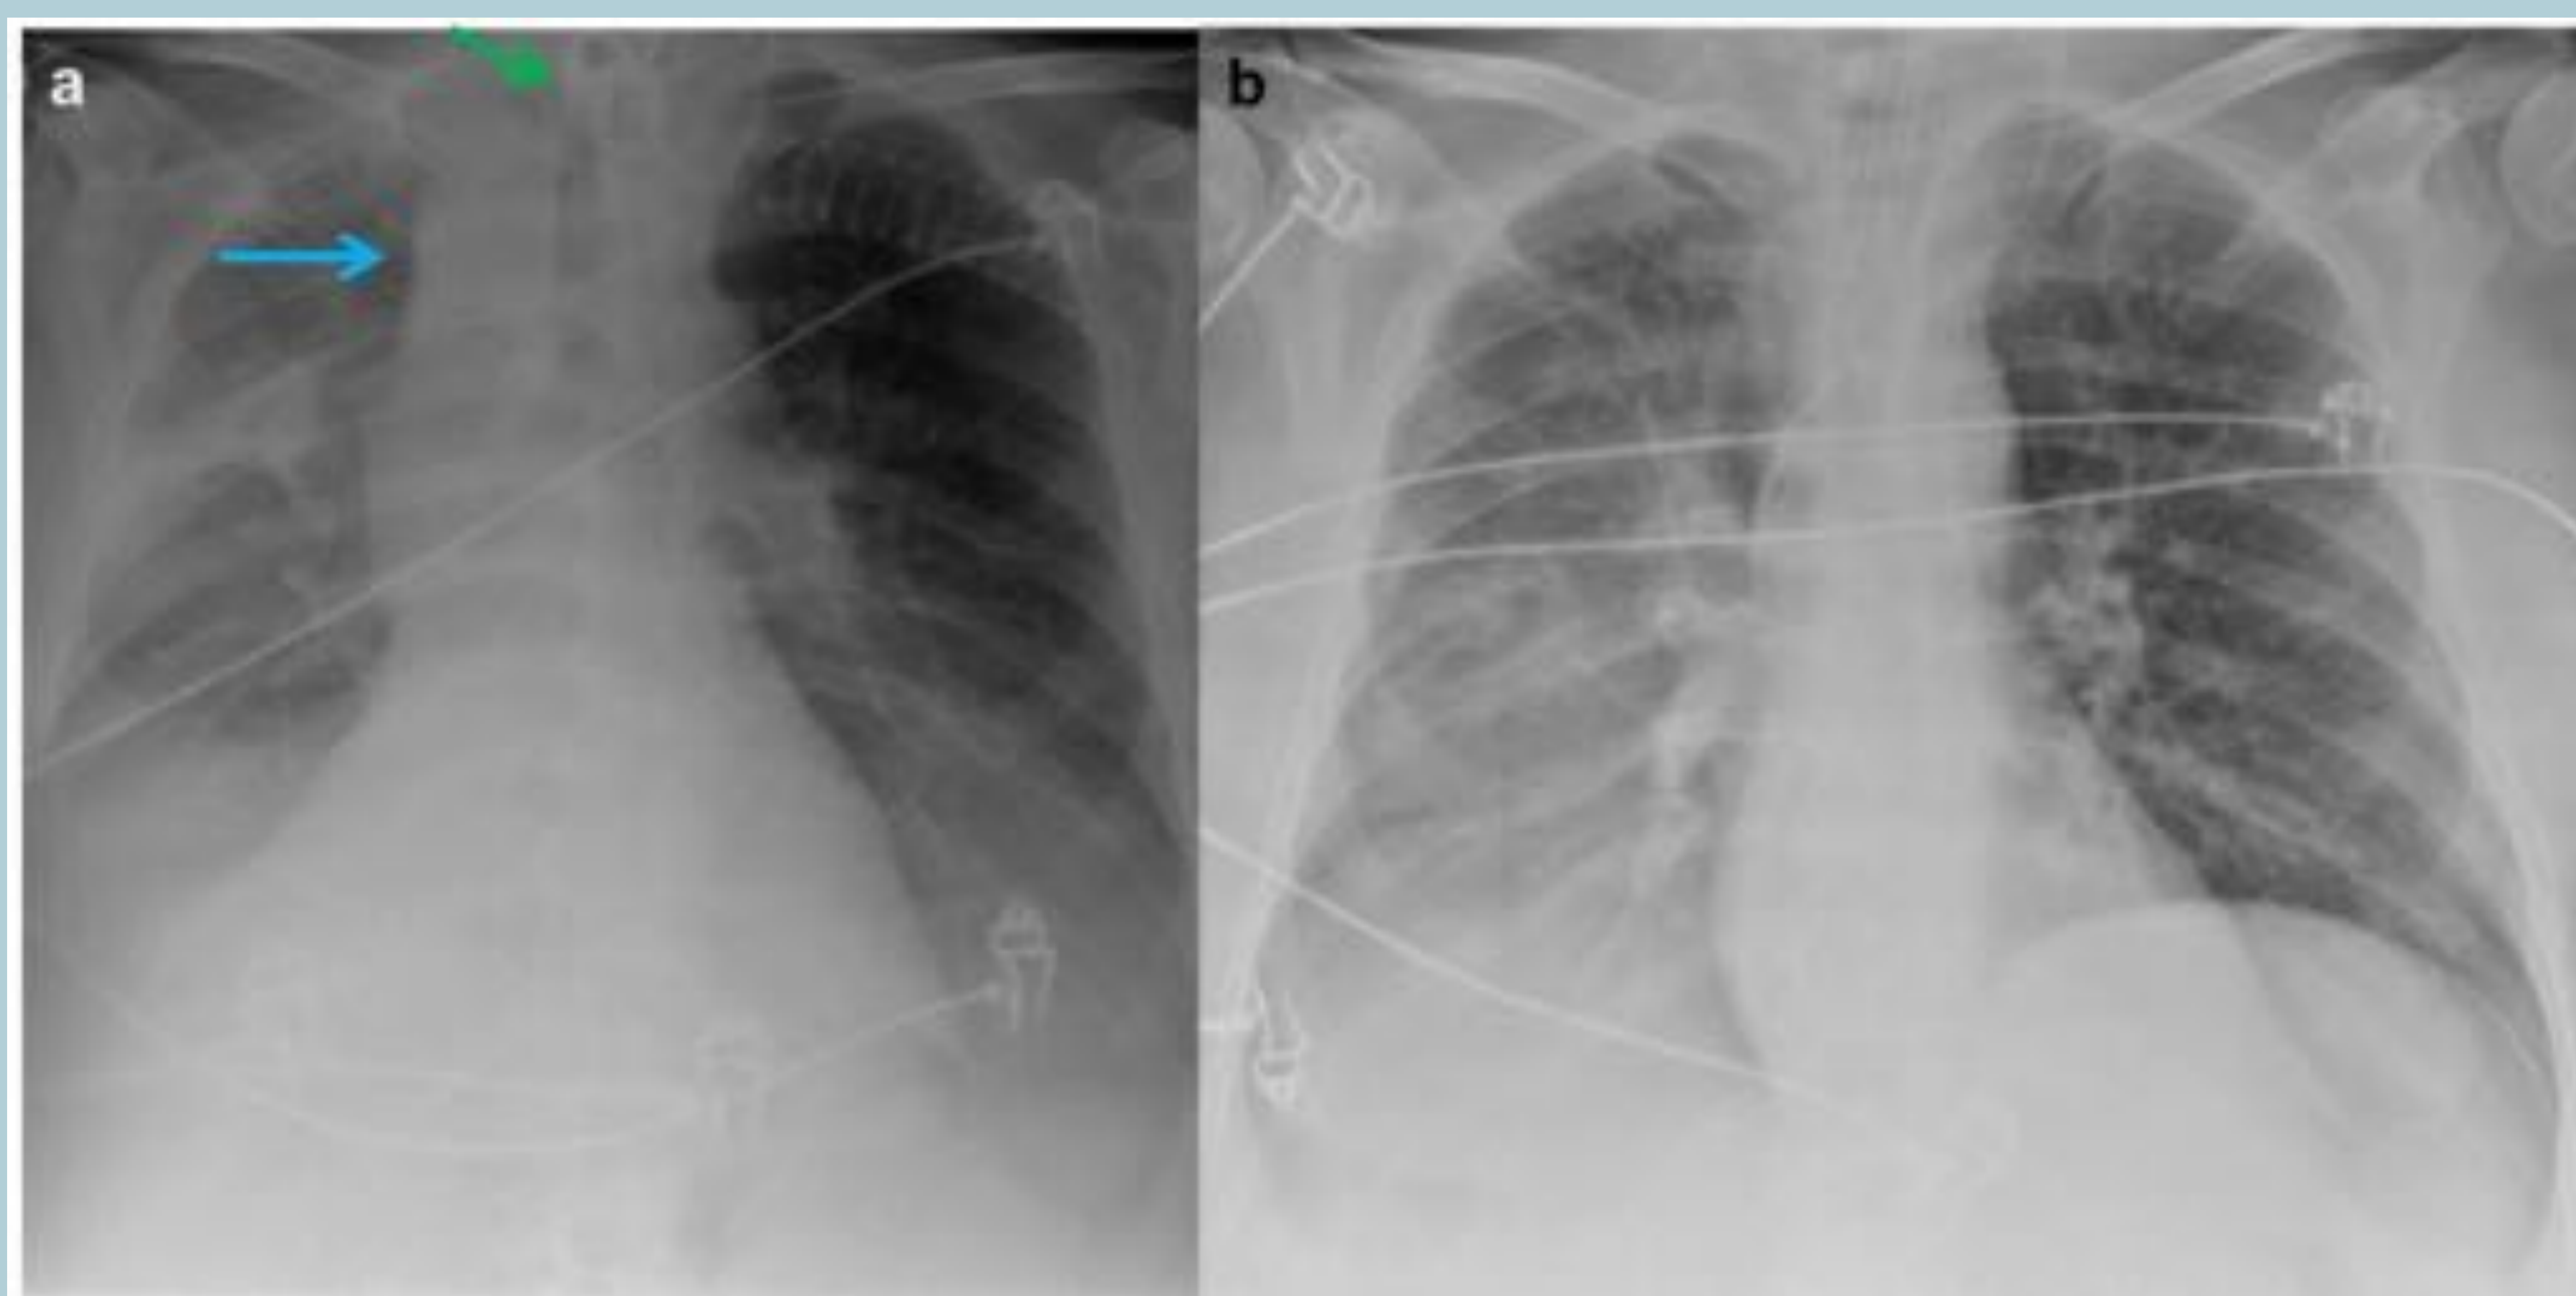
a y b. Varón ingresado en UCI, al que se le pide una radiografía de control tras colocación de traqueostomía (flecha verde en fig. 16 a), en la que se observa un ensanchamiento mediastínico (flecha azul en fig. 16a), que no estaba presente en la radiografía previa (Fig. 16 b), en relación con hematoma mediastínico.
